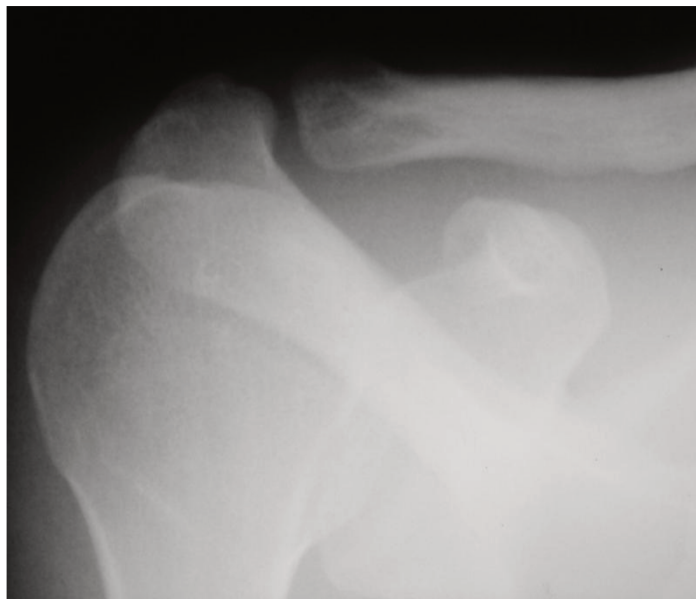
Radiografia do ombro direito na incidência de Zanca.
